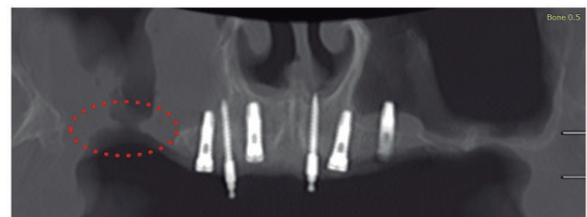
TC de seios paranasais em corte coronal observando defeito ósseo extenso em destaque
